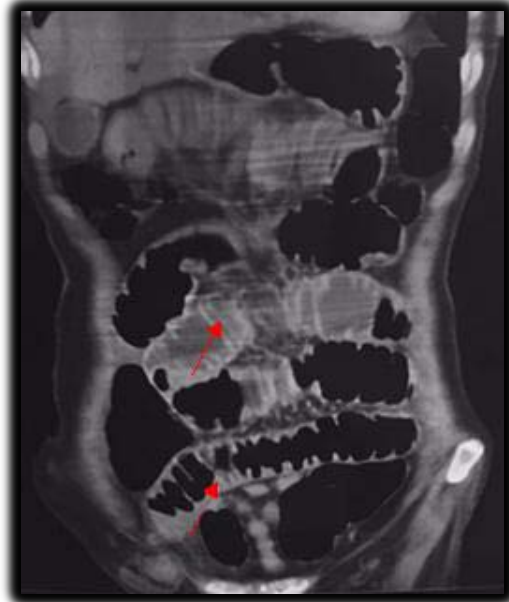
TDM C+ coupe coronale : occlusion du grêle sur hernie crurale étranglée, notez l'aspect évocateur du grêle dilaté marqué par l'empreinte des valvules conniventes
